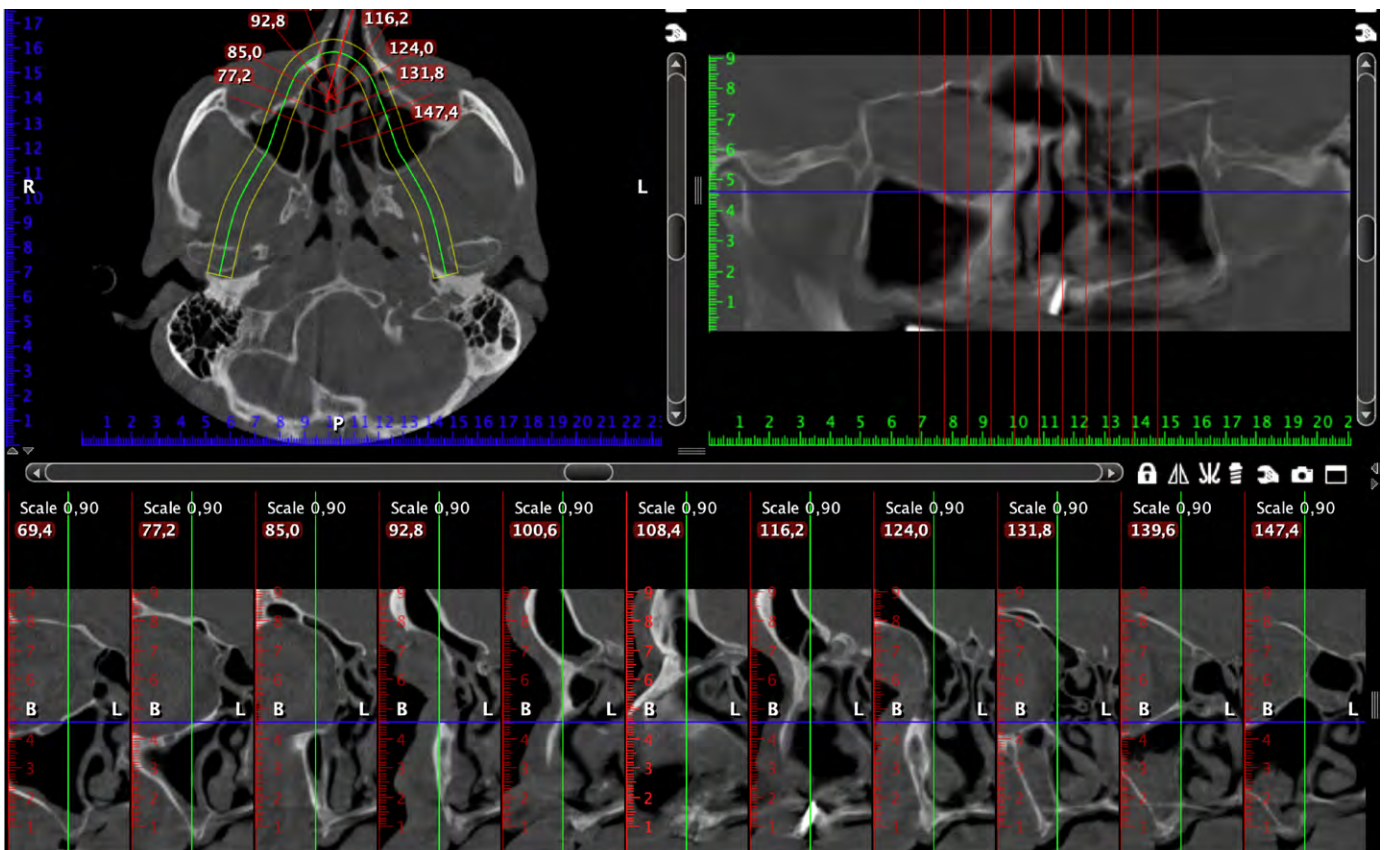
Серия КТ пациента перед операцией
